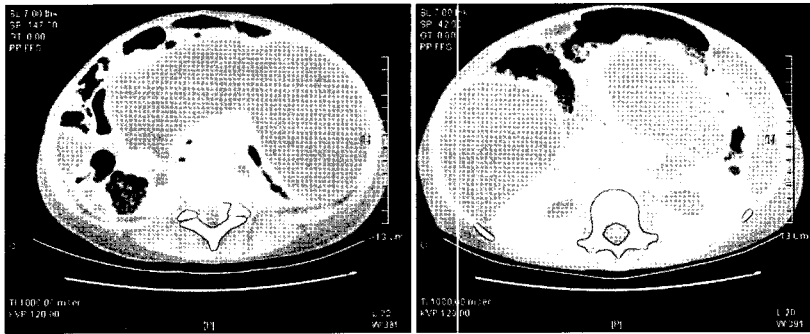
Abdominal CT shows massive fluid collection, peritoneal thickening and pelviureteral dilatation in both kidneys. Fluid is collected within the membranes, giving an appearance of cysts.
